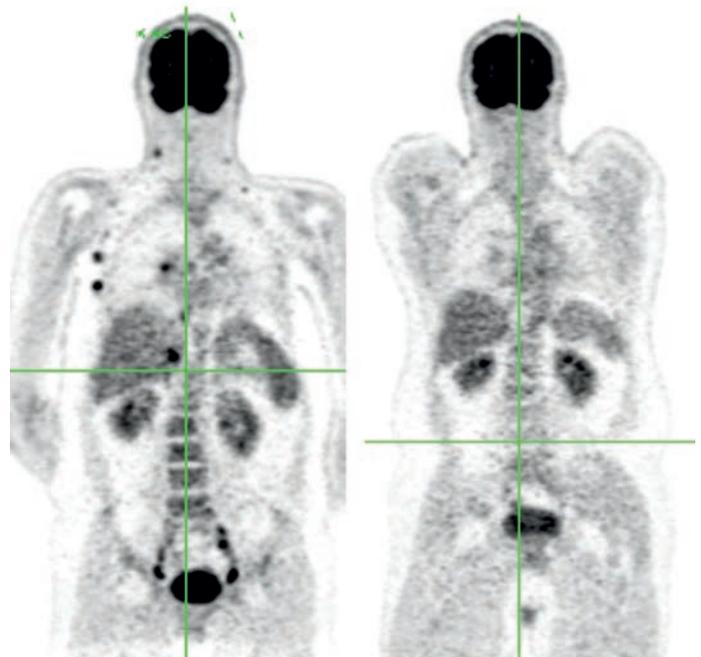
Eindrucksvolle Remission viszeraler Melanommetastasen (links; schwarze Punkte im PET-CT) nach 3 Monaten einer Immuntherapie mit einem PD-1-Inhibitor (rechts).
